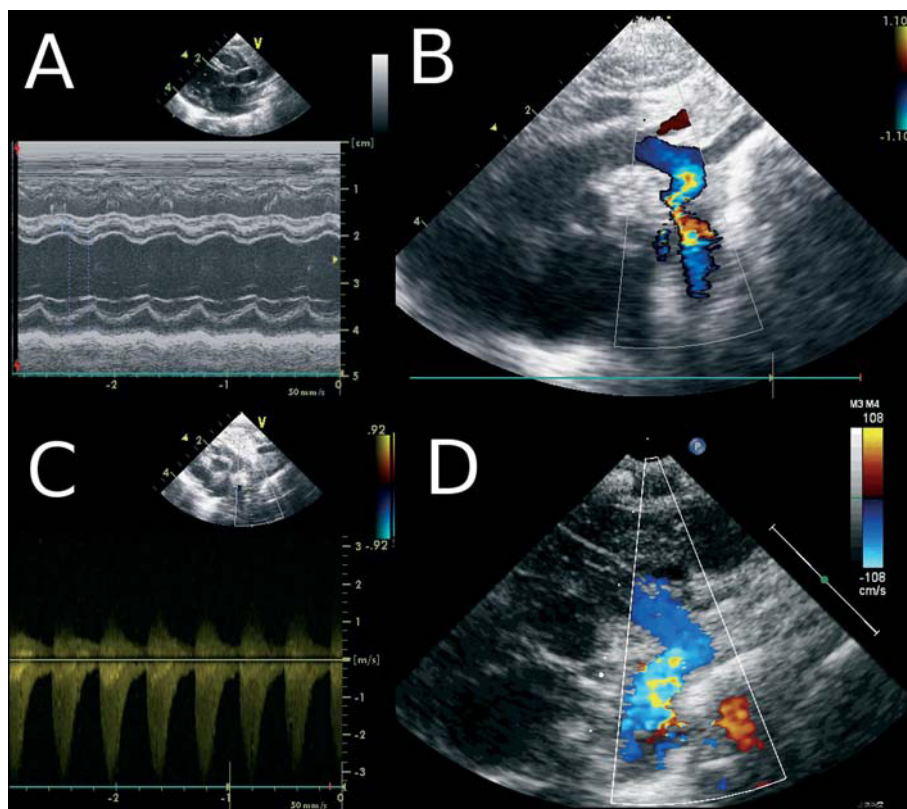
Ecocardiografía previa a la angioplastia (acceso carotídeo). A: modo M, muestra disfunción ventricular izquierda. B: arco aórtico coartado. C: Doppler con gradiente de 40 mmHg y extensión diastólica. D: arco aórtico tras segunda angioplastia (6 meses de edad).
